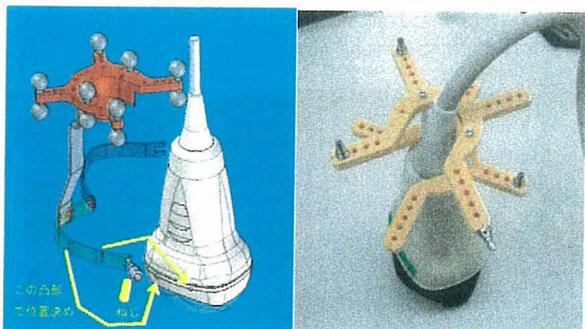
位置計測マーカシステム形状検討用モックアップを搭載した超音波プローブ
